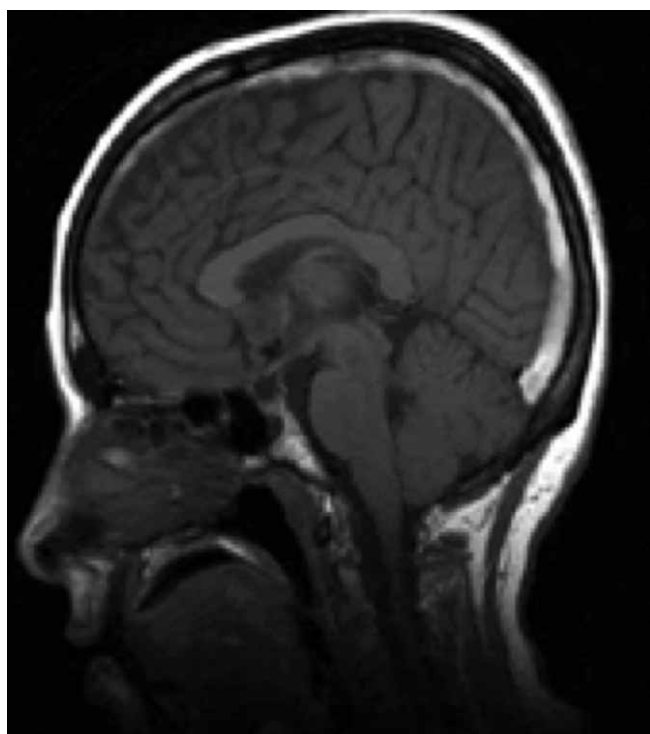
Angio RM de cráneo: trombosis de seno venoso longitudinal superior y transverso.
